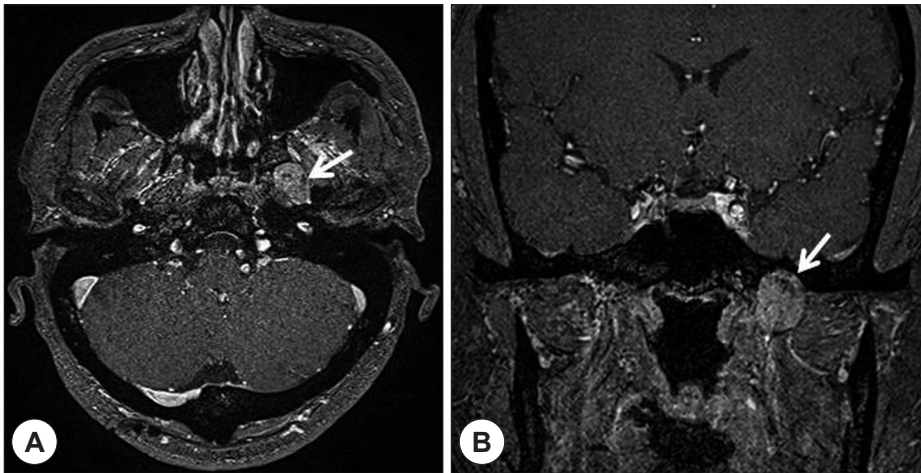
Brain MRI images of a patient with symptomatic palatal myoclonus. A well encapsulated tumor (arrow) originated from the trigeminal nerve has been seen in the axial (A) and coronal (B) view of the scan.
